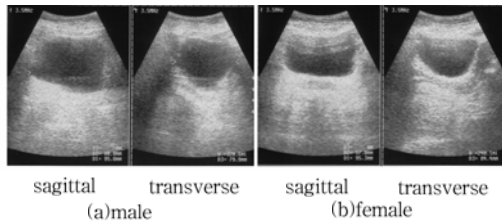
Bladder ultrasound image scanned by Combison 503 ultrasound scanner (a)male (b)female
